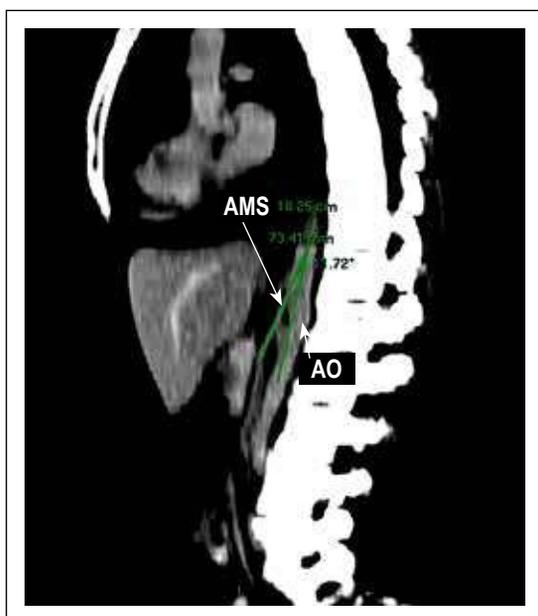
Imagen de la tomografía computada en corte sagital donde se observa la salida de la arteria mesentérica superior (AMS) con un ángulo de $11,7^\circ$ en relación con la aorta (AO).
